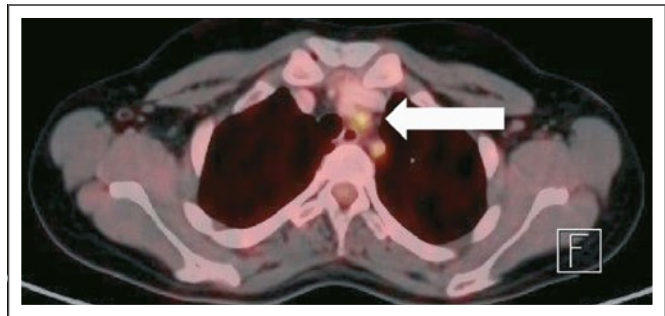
PET-CT bei Vaskulitis. Deutliche Tracer-Anreicherung (Pfeil) in der rechten A. carotis communis kurz nach dem Abgang.
